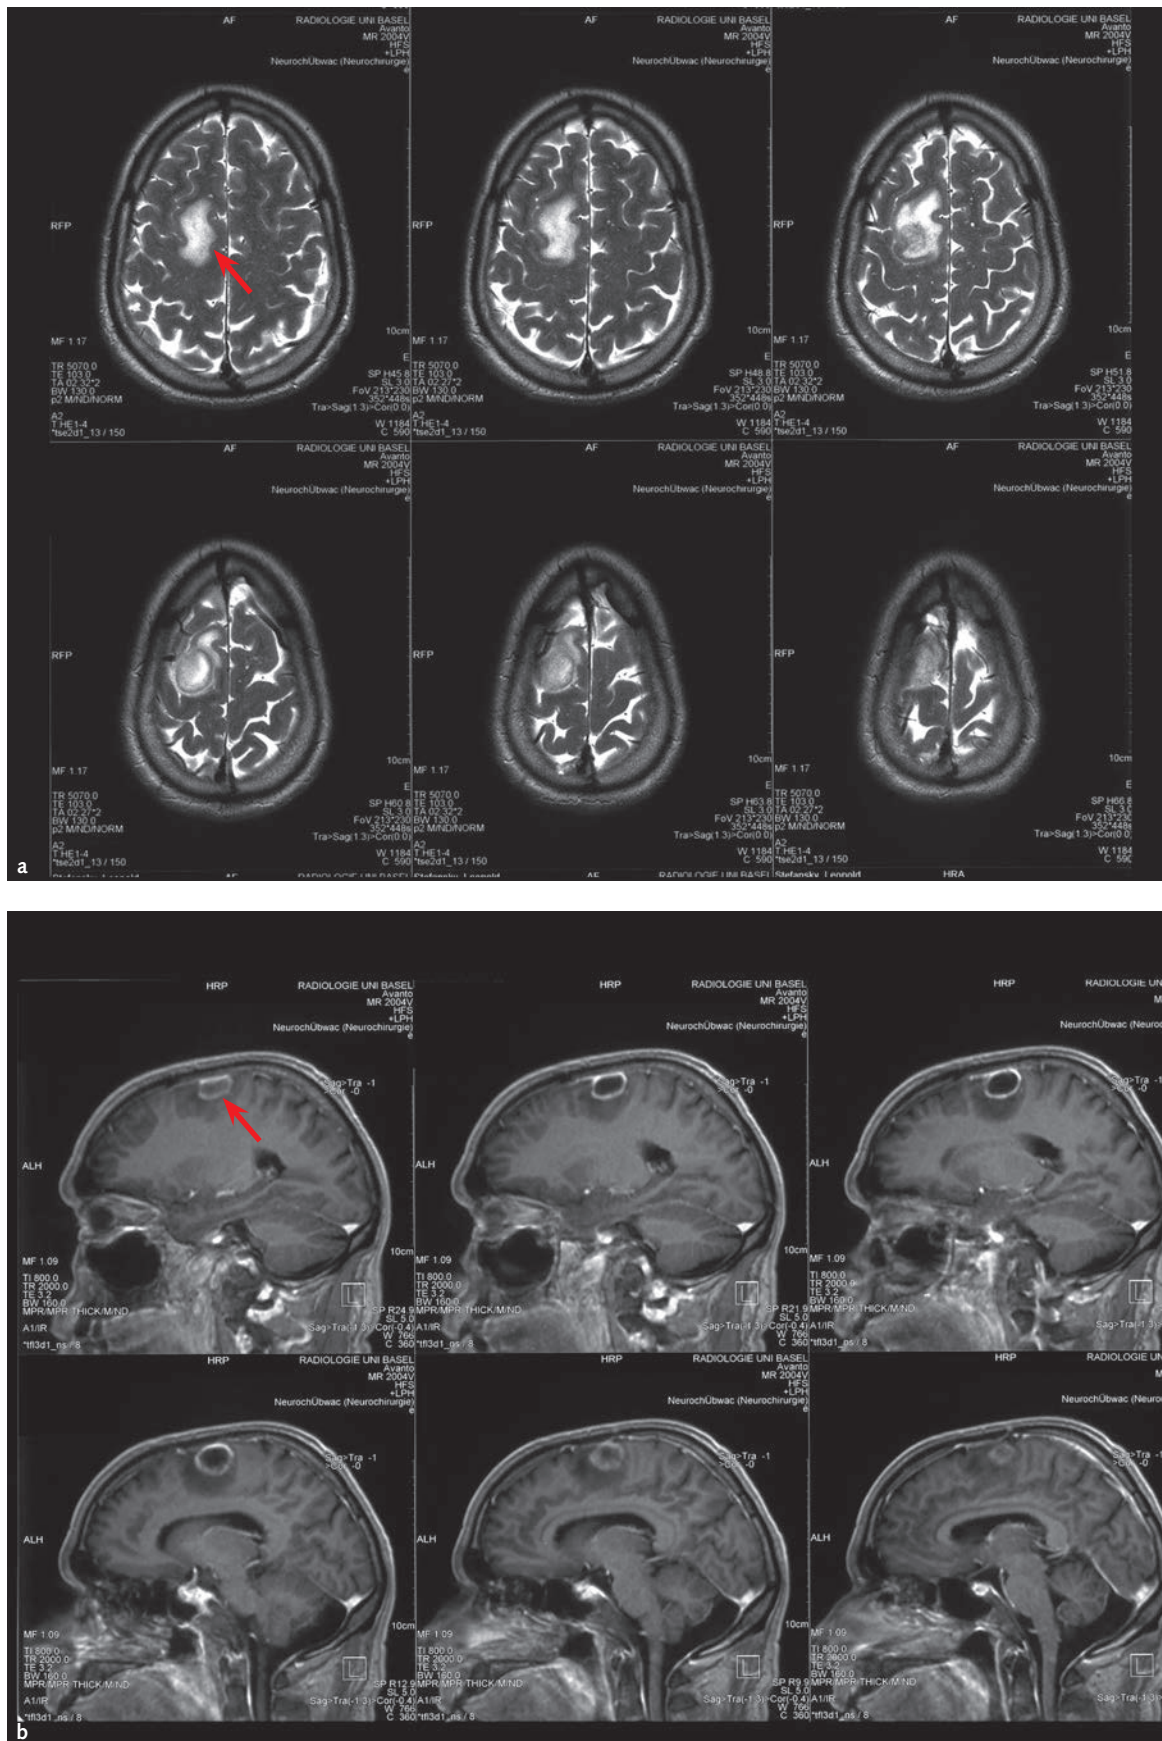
Kontrastmittelgestützte kraniale Magnetresonanztomografie (cMRT, Juni 2007) mit Darstellung der axialen (a) und sagittalen (b) Ebene des Hirnparenchyms in dem vom Abszess (siehe roter Pfeil) betroffenen Areal.
